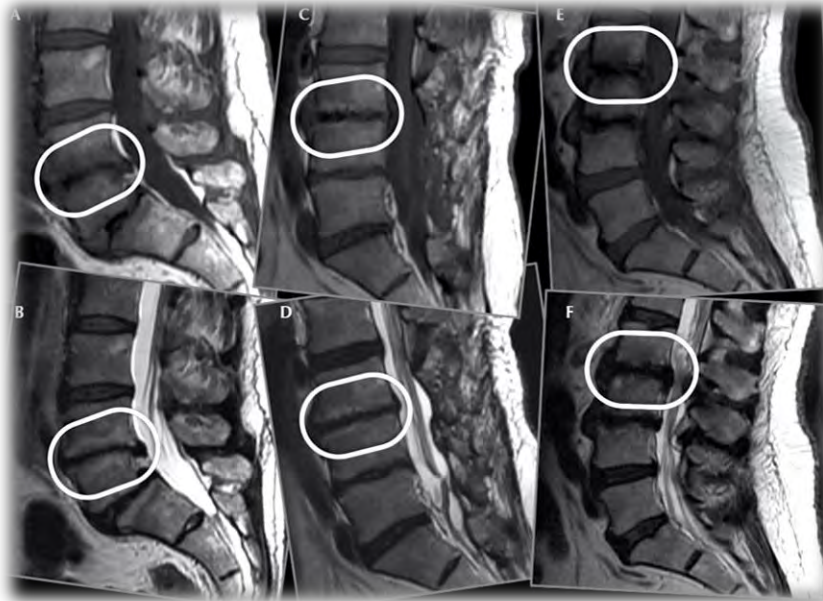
Resonancia potenciada en T1 (fila superior) y T2 (fila inferior). A-B Cambios Modic tipo I. C-D). Cambios Modic tipo II. E-F) Cambios Modic tipo III. Fuente : Acta Ortop Mex. 2012; 26 (3):180-4.
